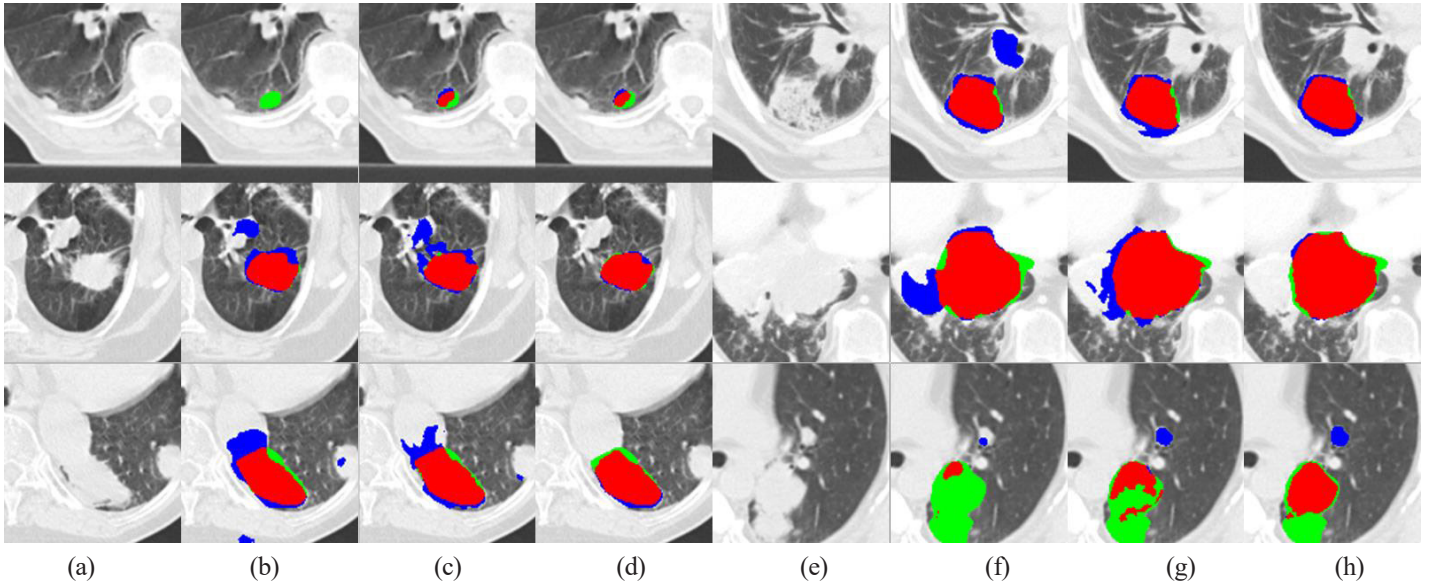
Quantitative evaluation of lung cancer segmentation (a) and (e) original CT images, (b) and (f) U-Net, (c) and (g) U-Net3+, (d) and (h) U-Net3+ with deep supervision and HLF loss (Ours) (Red : overlapping area with ground-truth, Green: under-segmented areas, Blue: over-segmented areas)
